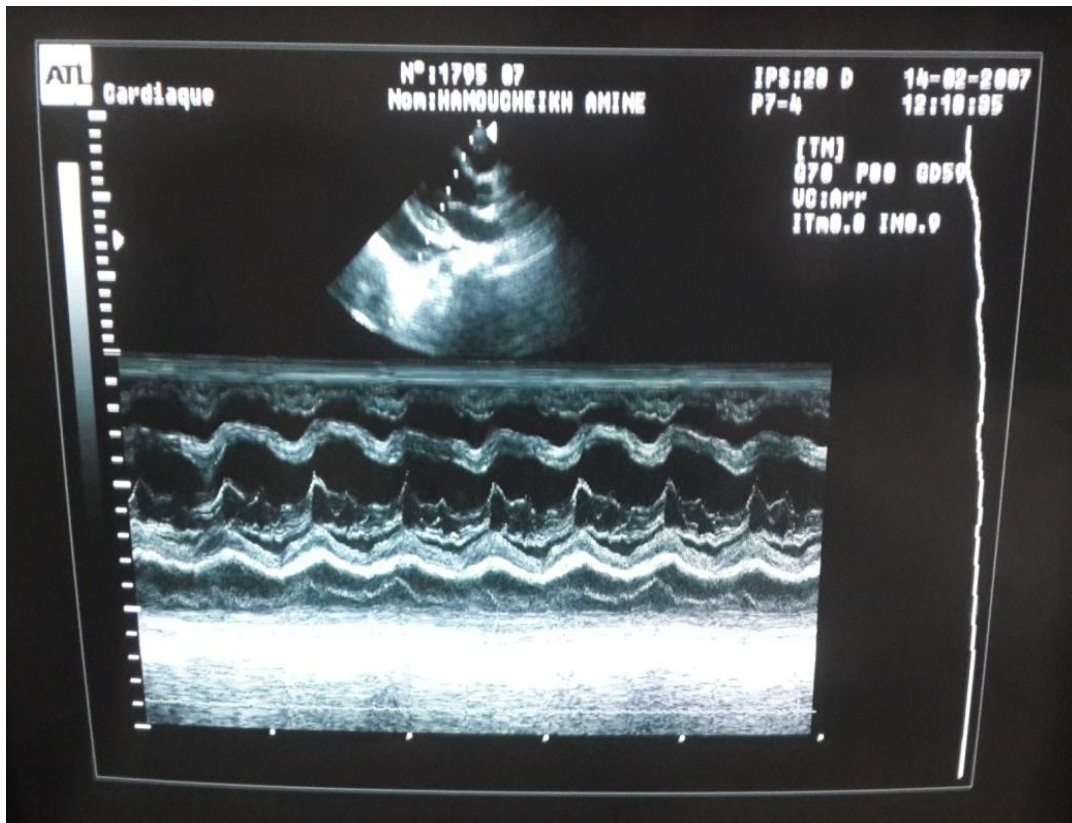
échocardiographie montrant un épanchement péricardique important avec épaissement des feuillets viscéral et pariétal, avec présence de pseudomembrane et cloison chez un enfant de 13ans ayant une PCC d'origine tuberculeuse.
